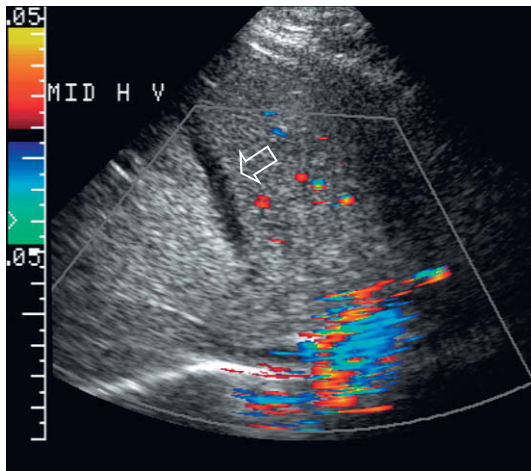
Imagen transversal de Doppler color en la zona superior del hígado. Incluso con el Doppler con máxima sensibilidad no se detectaba flujo en la vena hepática media de este paciente (flecha). La vena hepática se había trombosado cuando de forma inadvertida se había avanzado un catéter central a través del corazón a la vena cava inferior y a la parte superior de la vena hepática media. Este trombo relativamente agudo es hipocogénico en comparación con el parénquima hepático circundante. A medida que el trombo madura, sin embargo, tiende a volverse isoecogénico con el hígado adyacente y más difícil de identificar.
